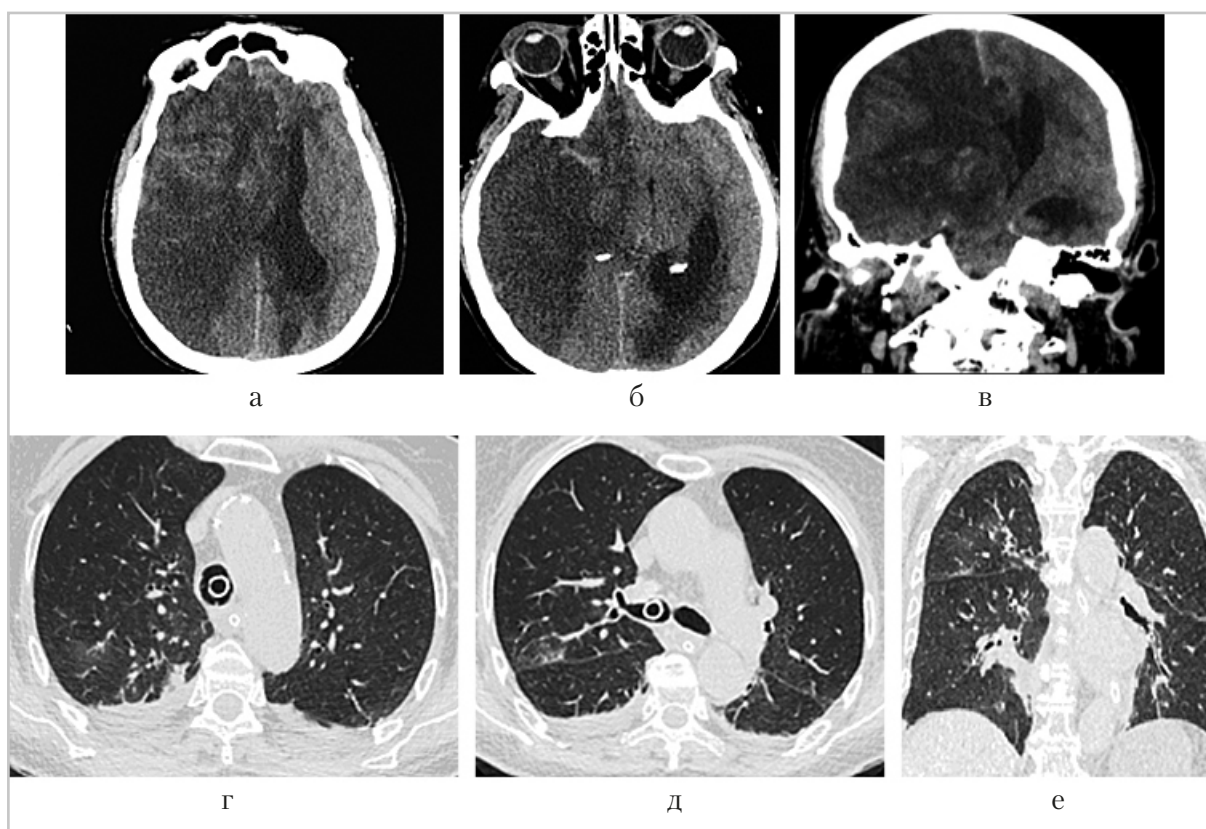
Компьютерные томограммы головного мозга и легких: аксиальная (а, б, г, д), коронарная (в, е) проекции. Пациентка П., 82 года, обширное ОНМК по ишемическому типу в правом полушарии мозга (бассейн СМА) с признаками геморрагического пропитывания, с дислокацией срединных структур. Двусторонняя вирусная пневмония, с высокой вероятностью вызванная вирусом SARS-CoV-2 (КТ-1)
